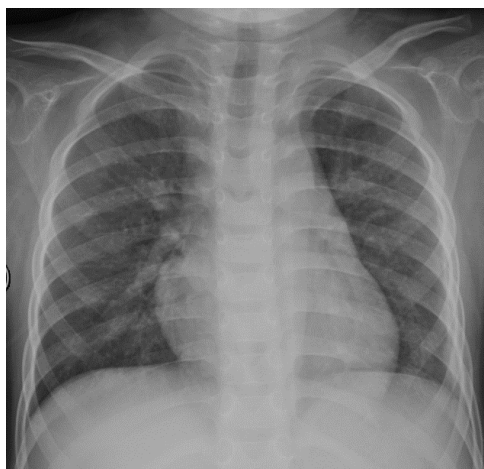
The frontal chest X-ray of the pediatric patient shows increased and blurred lung markings in both lungs
